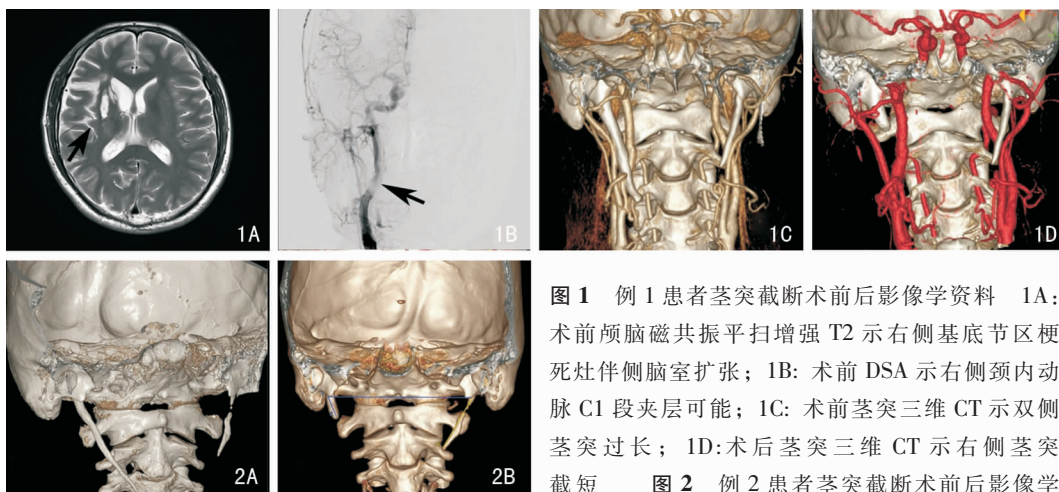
例1患者茎突截断术前影像学资料 1A:术前颅脑磁共振平扫增强T2示右侧基底节区梗死灶伴侧脑室扩张;1B:术前DSA示右侧颈内动脉C1段夹层可能;1C:术前茎突三维CT示双侧茎突过长;1D:术后茎突三维CT示右侧茎突截短
